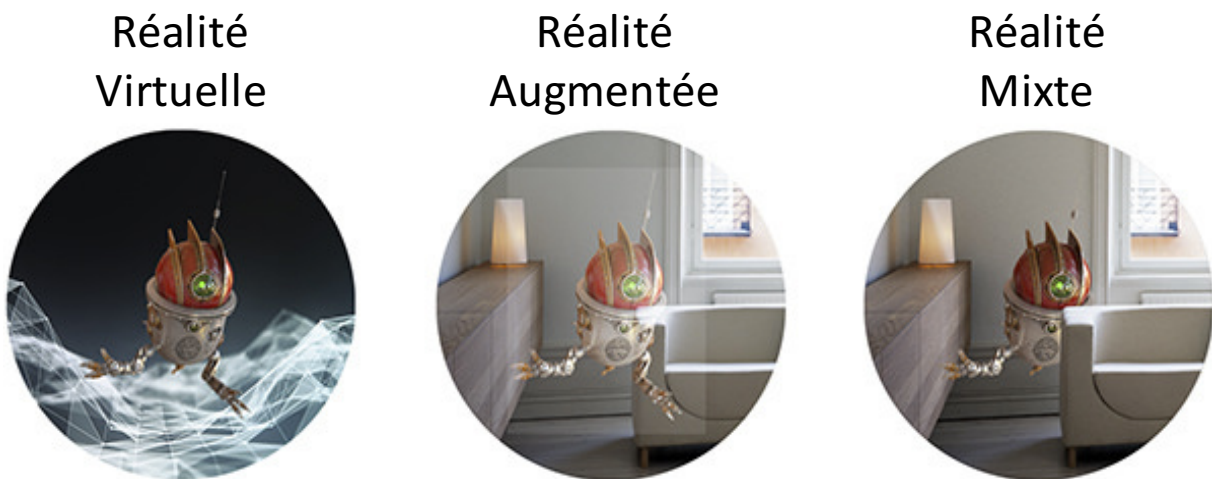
Les différences entre RV (un environnement complètement virtuel), RA (une superposition d'objets virtuels sur le monde réel) et RM (pas une superposition simple, l'objet virtuel prend en compte les objets du monde réel). Figure tirée de (Magic Leap).
